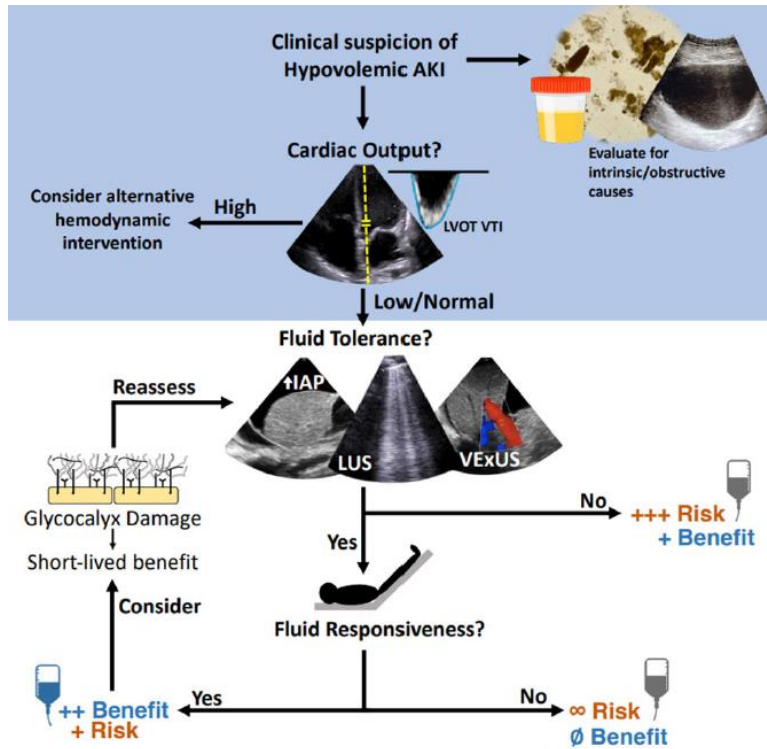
Abordaje de la lesión renal aguda para determinar el estado hemodinámico, congestión, volemia y precarga. AKI, acute kidney injury; IAP, intra-abdominal pressure; LUS, lung ultrasound; LVOT VTI, left-ventricular outflow tract velocity–time integral; VExUS, venous excess ultrasound score<sup>7</sup>.
